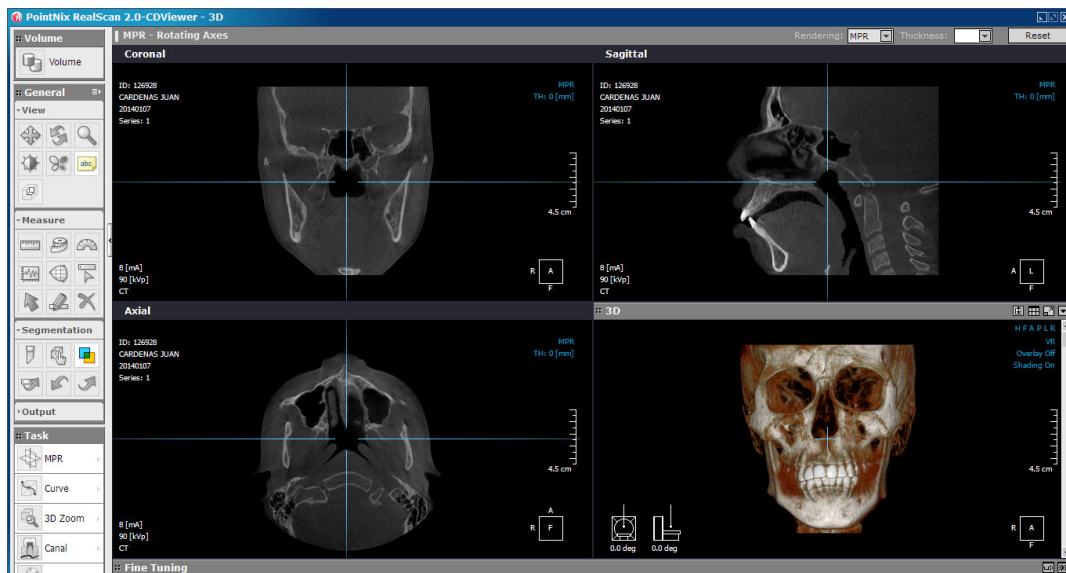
Vista de la tomografía Cone Beam en el programa Real Scan 2.0
